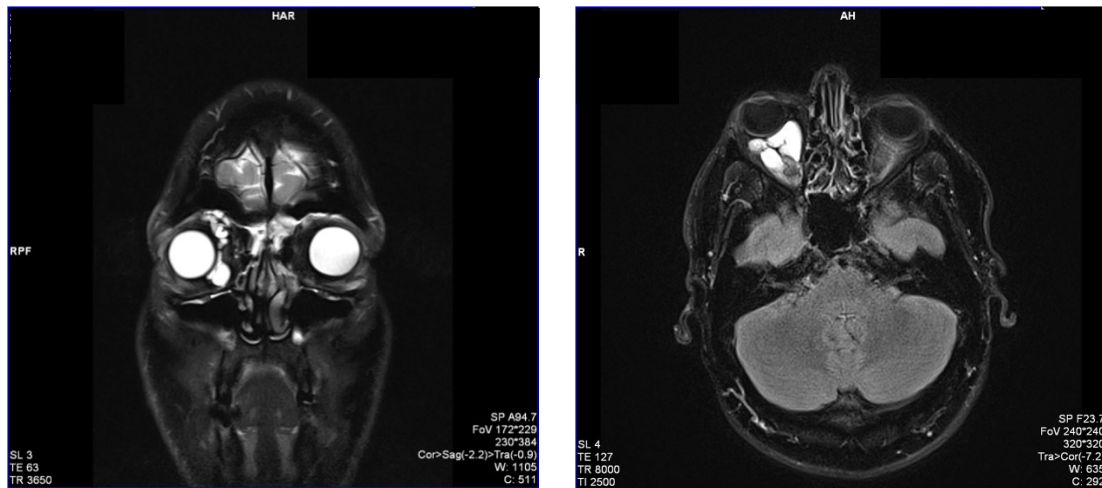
Venöse Malformation rechts intraorbital, retrobulbär und intrakraniell (MRT-Aufnahme)
